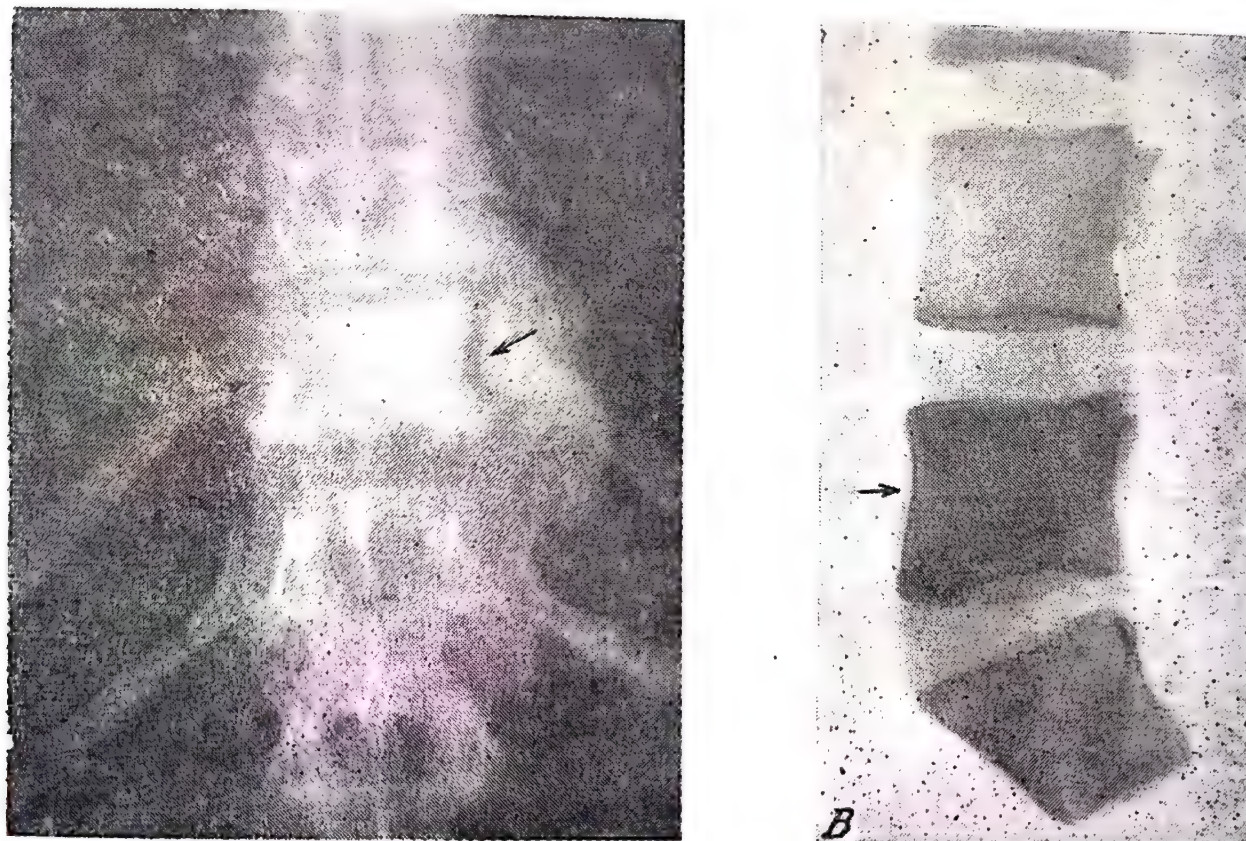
70. — Aspectul radiografic al unei tumori vertebrale metastazice de origine prostatică : se vede o vertebră condensată (A). Aspectul radiografic al unei coloane extirpate, cu o metastază de cancer prostatic : vertebra L_5 este condensată (B).
